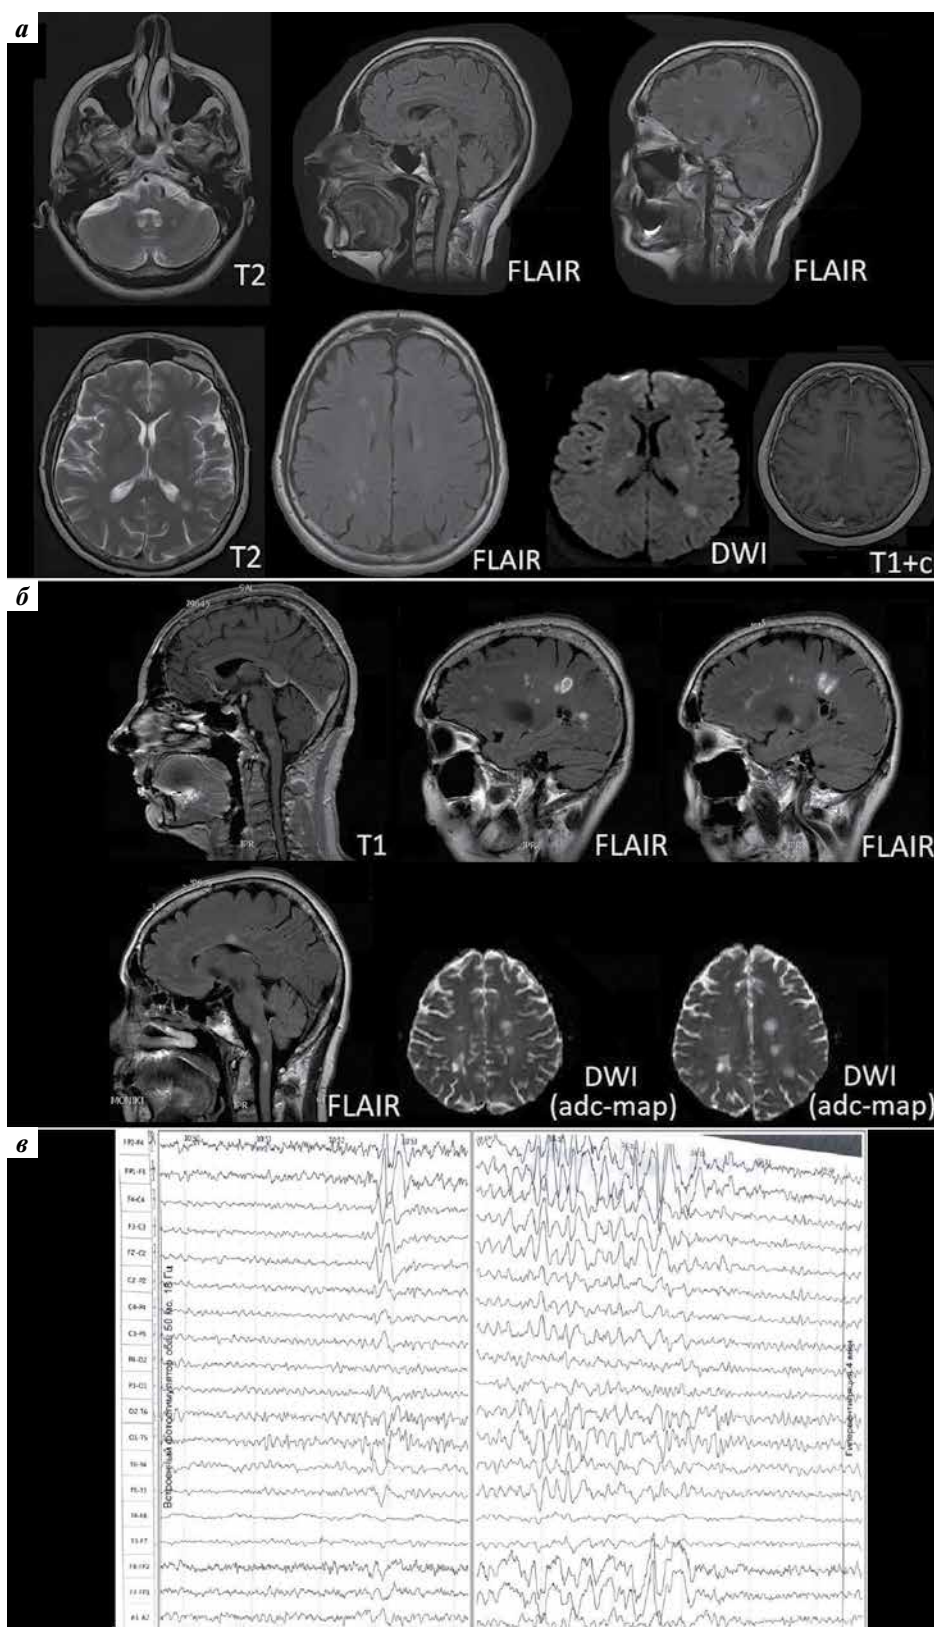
Пациентка В., магнитно-резонансная томография головного мозга в динамике (а, б), электроэнцефалограмма с функциональными пробами: запись 7 мкВ/мм, 30 мм/с (в). Пояснения в тексте
